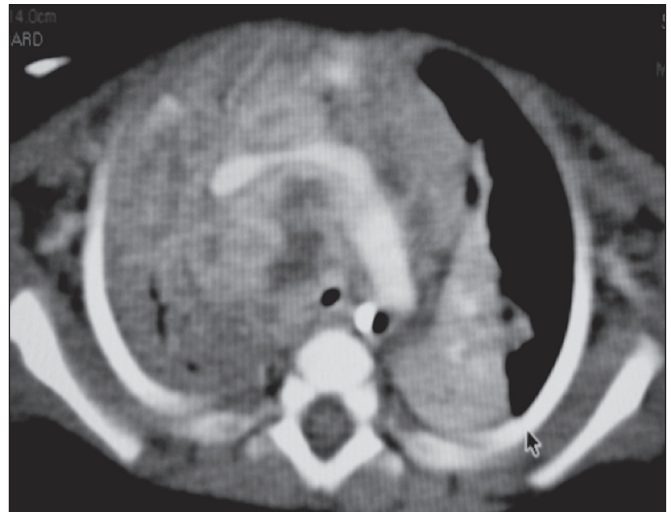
TC com contraste (janela para partes moles). Forma de apresentação pseudotumoral da tuberculose pulmonar em lactente de três meses. Linfonodomegalias hipodensas de características expansivas - pré- traqueais, paratraqueal direita, intercavo-aórtica - configurando massa, com compressão parcial do brônquio fonte direito. Consolidações nos lobos superior e no segmento apical do lobo inferior esquerdo.
